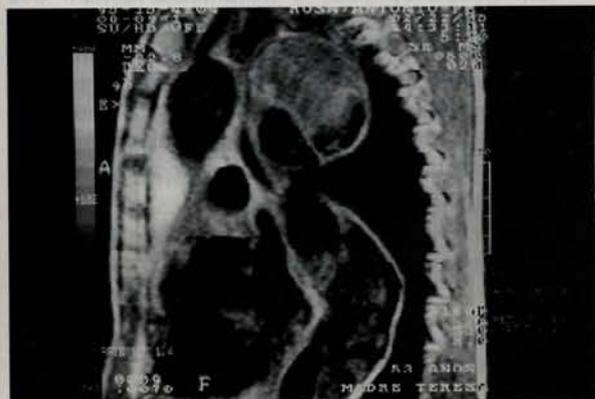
Ressonância nuclear magnética mostrando a grave compressão do brônquio principal esquerdo pela grande dilatação da falsa luz.
